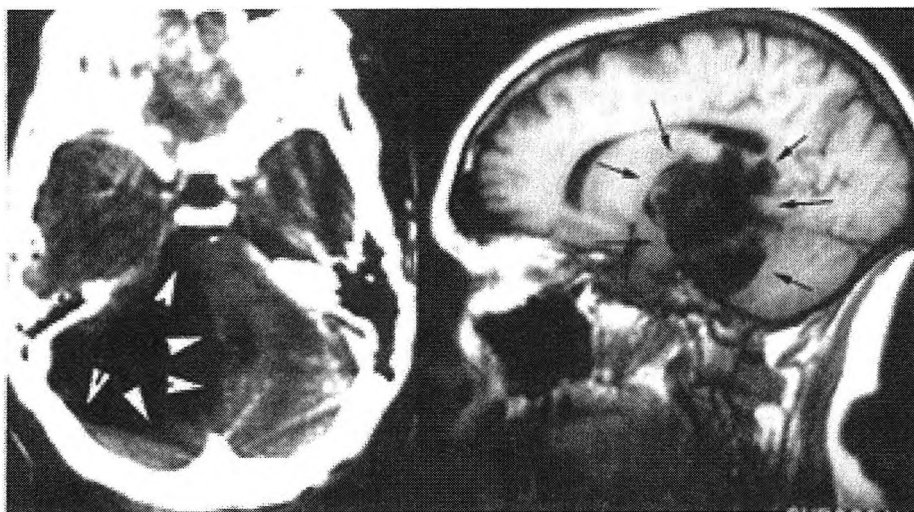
RMN en dos proyecciones de un epidermoide del APC. Resalta su contorno redondeado y lobulado y la extensión a diferentes territorios. En este caso, como es habitual, la lesión es marcadamente hipodensa.
